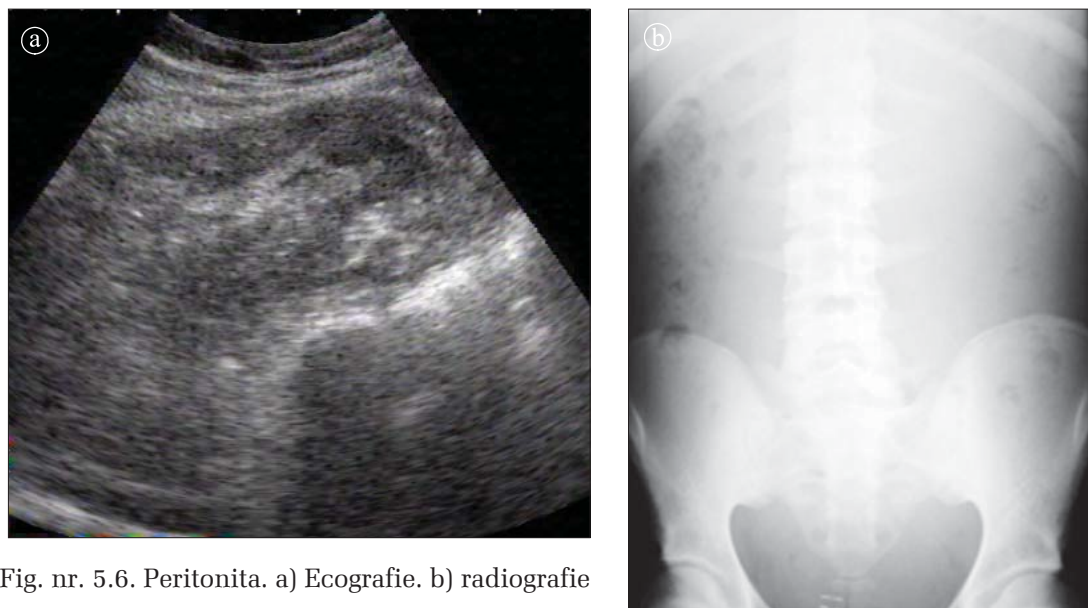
Peritonita. a) Ecografie. b) radiografie
